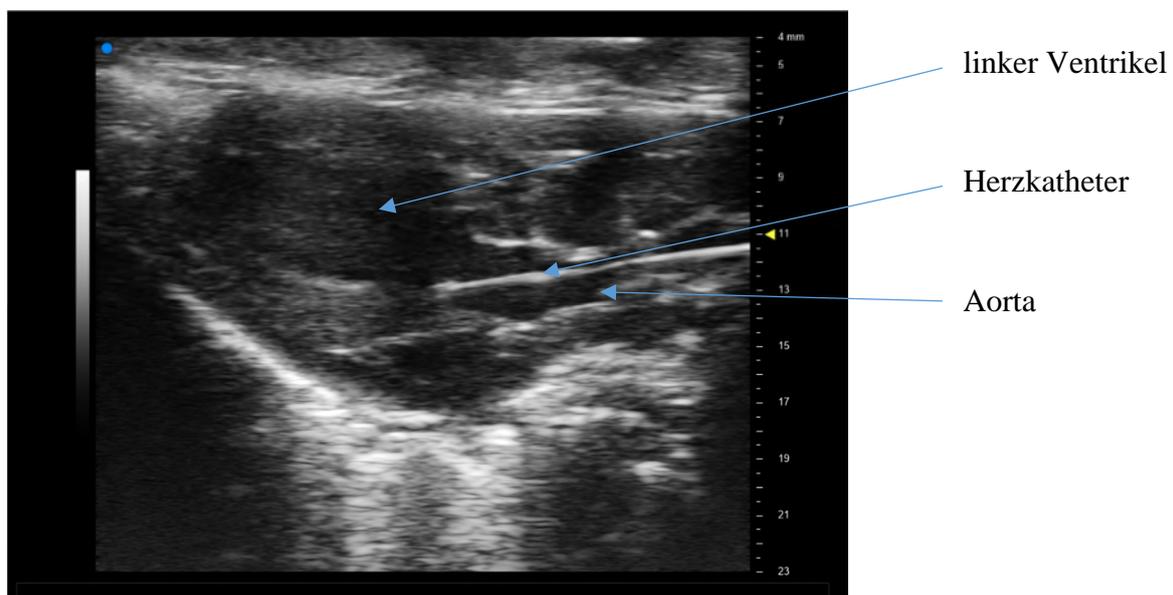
Echokardiographie der Parasternale Längsachse, Herzkatheteruntersuchung
